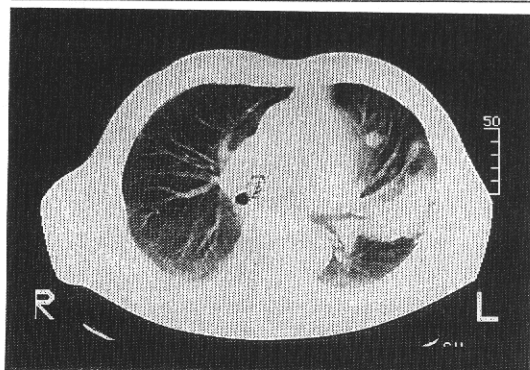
(症例2)胸部CT；左S<sup>1+2</sup>に air-bronchogram を伴った浸潤影および結節影を認める。
